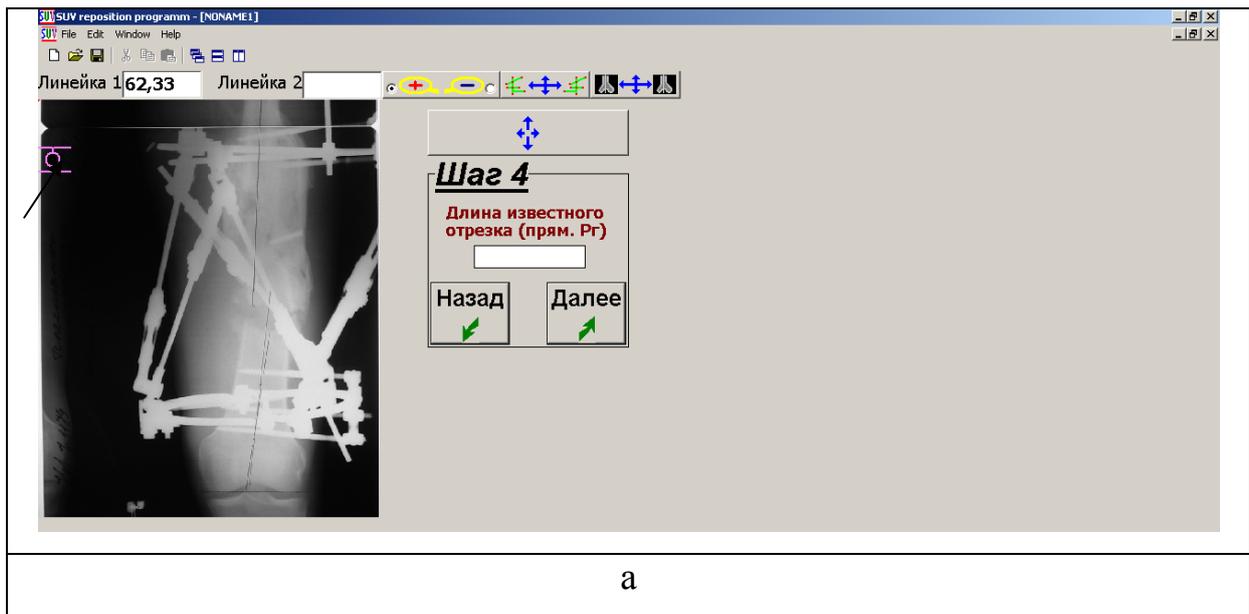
Вид окна программы Орто-СУВ после выполнения Шага 3: появились изображения прямой и боковой рентгенограмм
